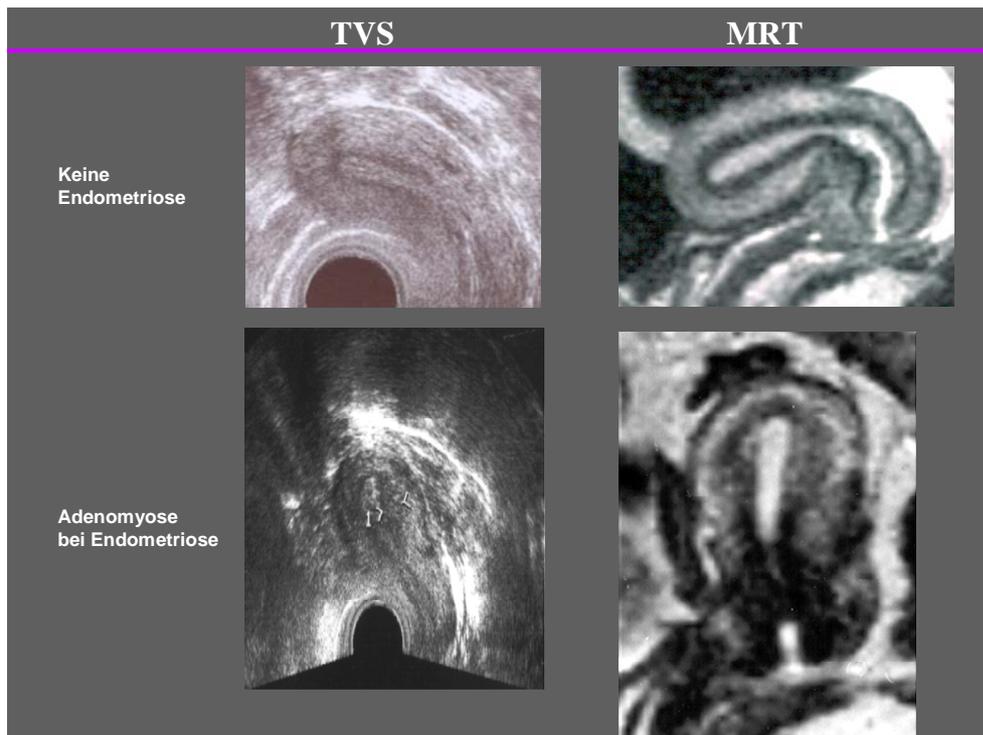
Vaginalsonographie (TVS) und Magnetresonanztomographie (MRT) bei einer Frau ohne (oben) und (unten) mit Endometriose. Oben: Normaler „Halo“ (TVS) und normale „Junktionalzone“; „JZ“ (MRT). Unten: Halo bzw. JZ sind destruiert und verbreitert (Adenomyose).
